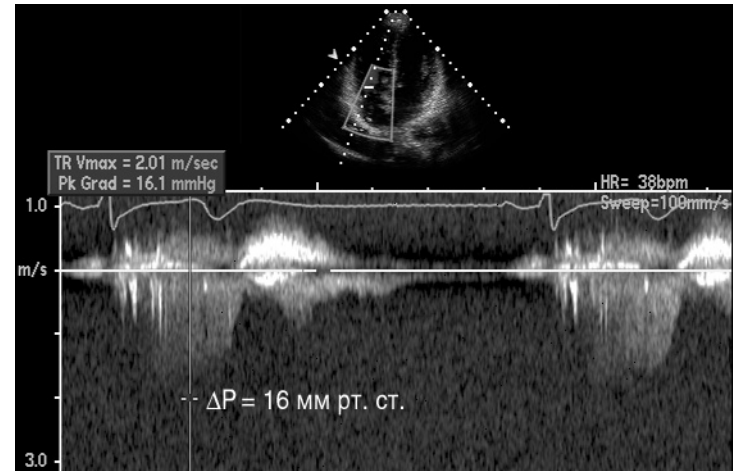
Постоянно-волновое исследование трикуспидальной регургитации из апикальной четырехкамерной позиции. Максимальный транстрикуспидальный градиент давления равен 16 мм рт. ст. Если учесть, что нижняя полая вена имеет нормальный размер и спадается на вдохе, то систолическое давление в правом желудочке составляет 16—21 мм рт. ст. — это норма. Современные эхокардиографы позволяют обнаружить небольшую трикуспидальную регургитацию у большинства здоровых людей и измерить ее скорость даже без контрастирования правых отделов сердца (гл. 7).
